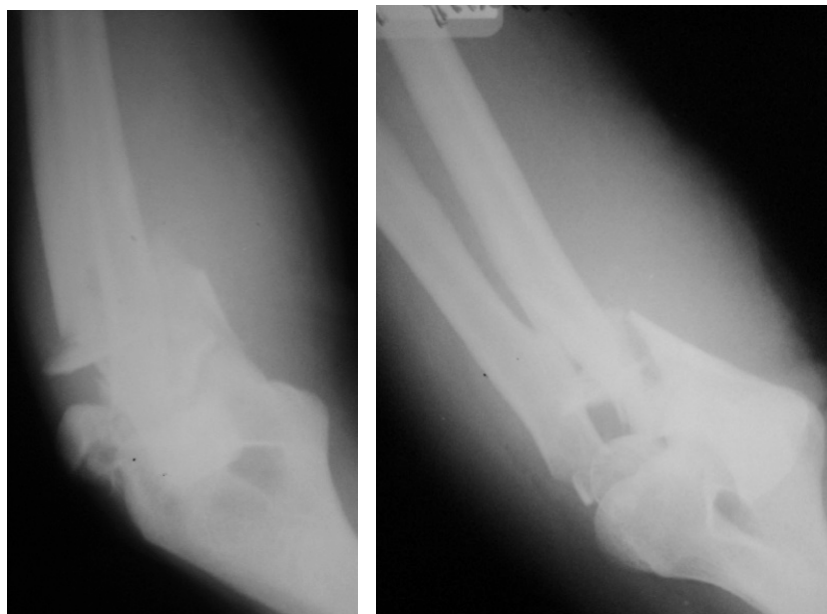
Пациент Л., рентгенограммы при поступлении
